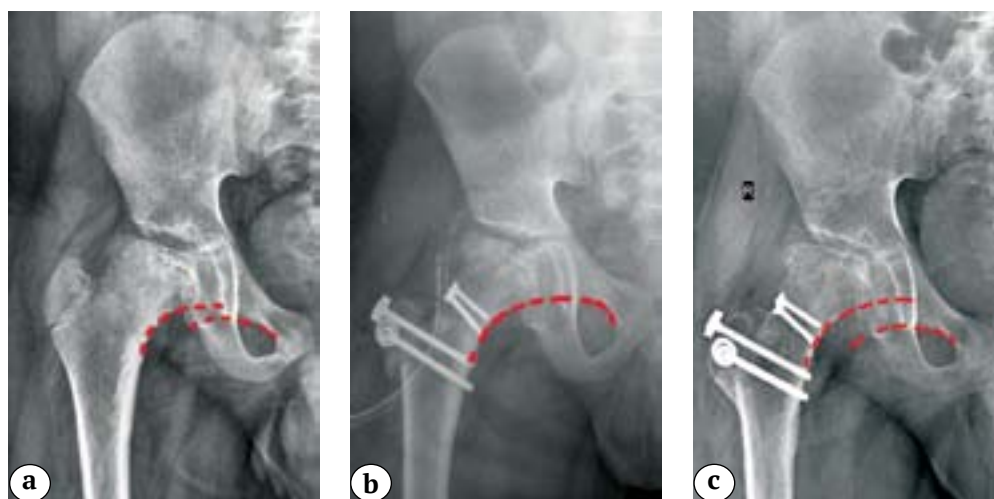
Right hip X-rays (the red dashed line marks the condition of Shenton line):
